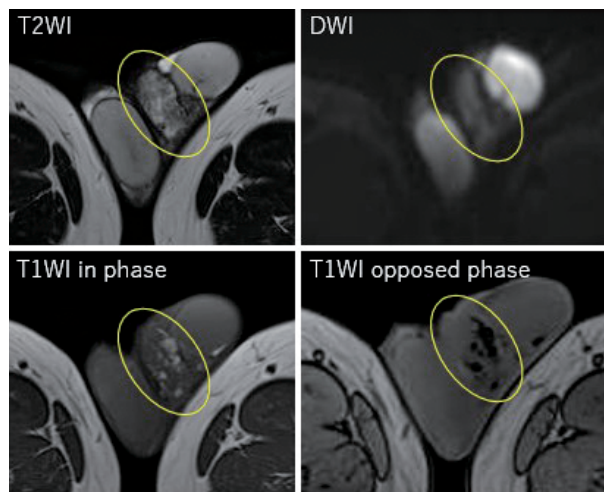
MRI shows heterogeneity, low to equal signal on T2-weighted images, and low signal on T1-weighted opposed-phase, suggesting the presence of fat. Diffusion-weighted imaging shows low-signal intensity. (yellow circle: mass)
